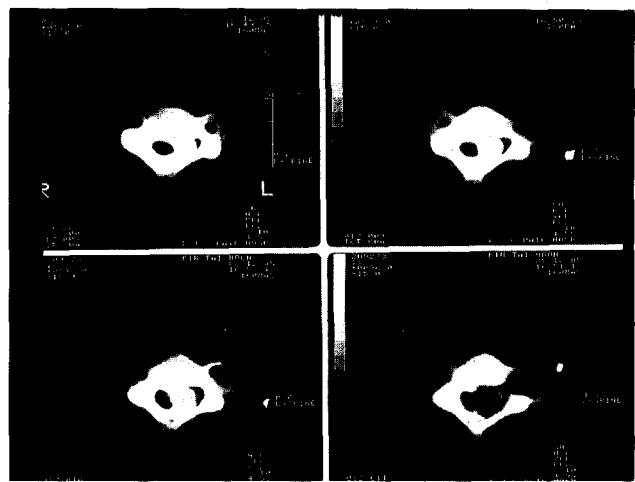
Cervical spine CT C6 level with thecal enhancement shows dumbbell shaped neurofibroma, compressed spinal cord and enhanced thecal sac.
